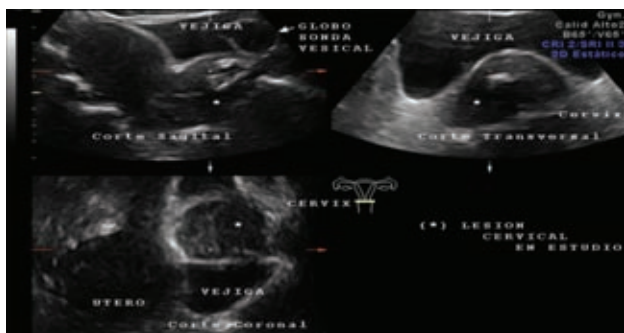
Ultrasonido pélvico, con transductor de 2.5 MHz, utilizando el programa TUI; imágenes en tres planos simultáneos de la lesión en el cuello uterino, hipoeoica con respecto a los tejidos blandos, bordes lisos, márgenes no circunscritos, ya que no se define interface, por tanto se encuentran oscurecidos y no tienen efecto acústico posterior.
